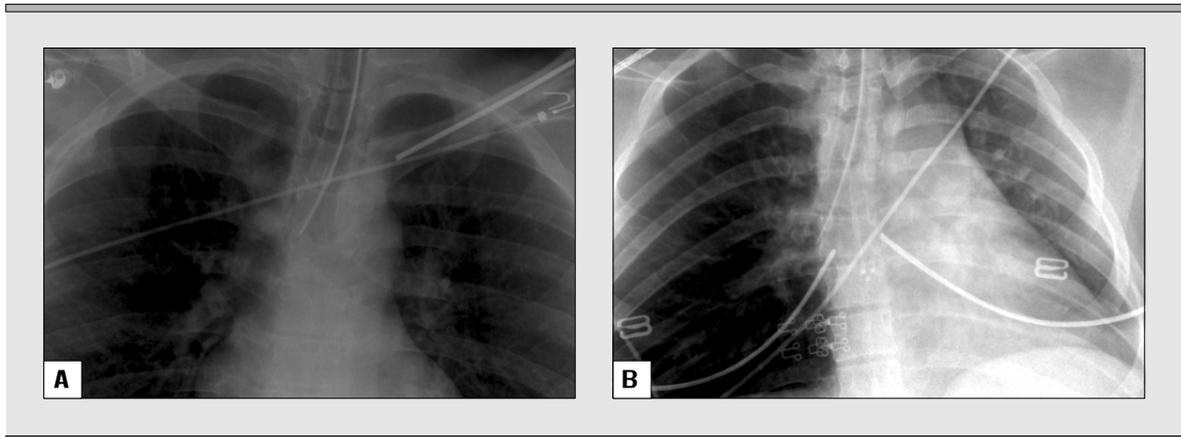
Thorax-Röntgen-Bilder anterior-posterior mit Endotrachealtubus in situ; A, Tubusspitze oberhalb der Carina mit Auslenkung in Richtung des rechten Hauptbronchus (= grenzwertig tief); B, Endotrachealtubus mit der Spitze tief im rechten Hauptbronchus (= einseitig).
